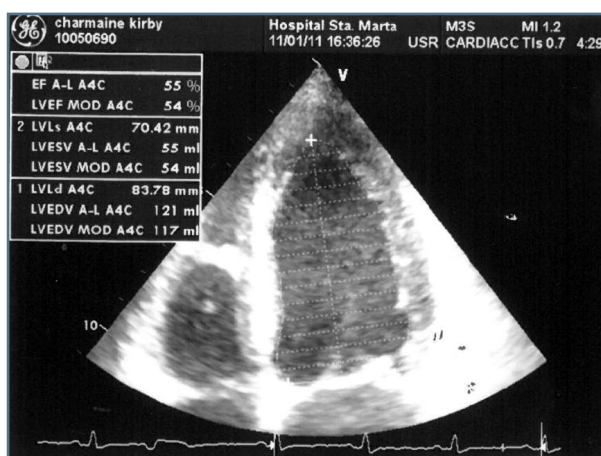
Ecocardiograma transtorácico da doente no 15º dia pós parto
